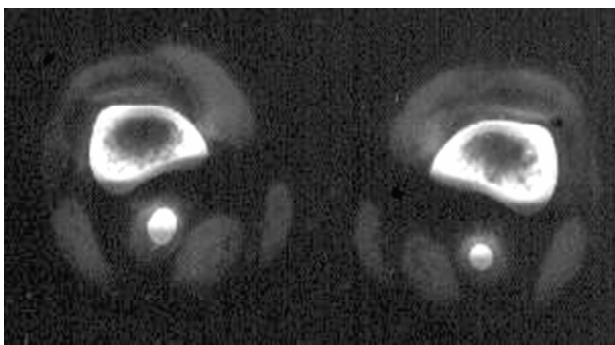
Corte transversal de tomografia computadorizada no nível do 1/3 distal do fêmur (caso 1): aneurisma de artéria poplítea bilateral
